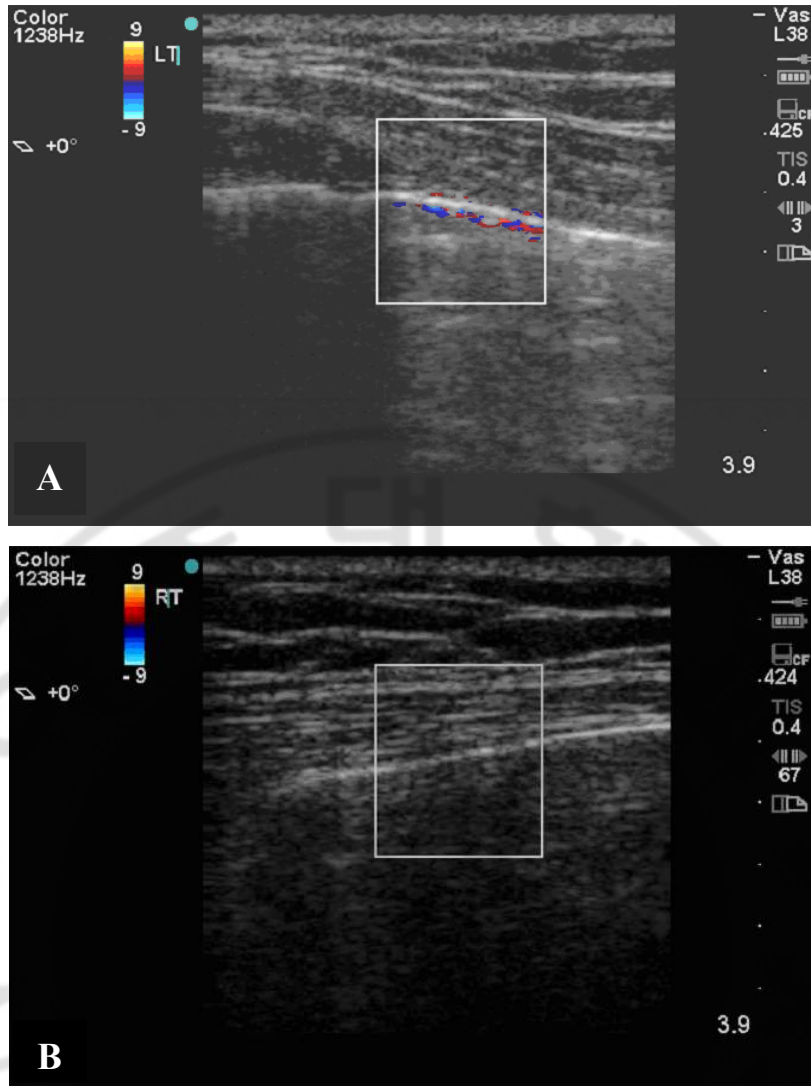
Color Doppler sign in ultrasonography in normal patient (A), and absent color Doppler sign in ultrasonography in patient with pneumothorax (B).
